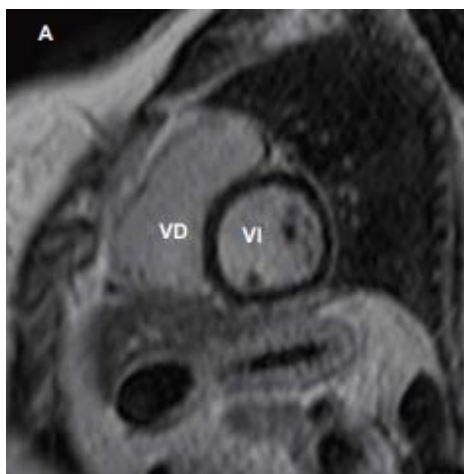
Corte de RM cardíaca en plano eje corto, donde podemos visualizar tanto ventrículo derecho (VD) como ventrículo izquierdo (VI) (18).
